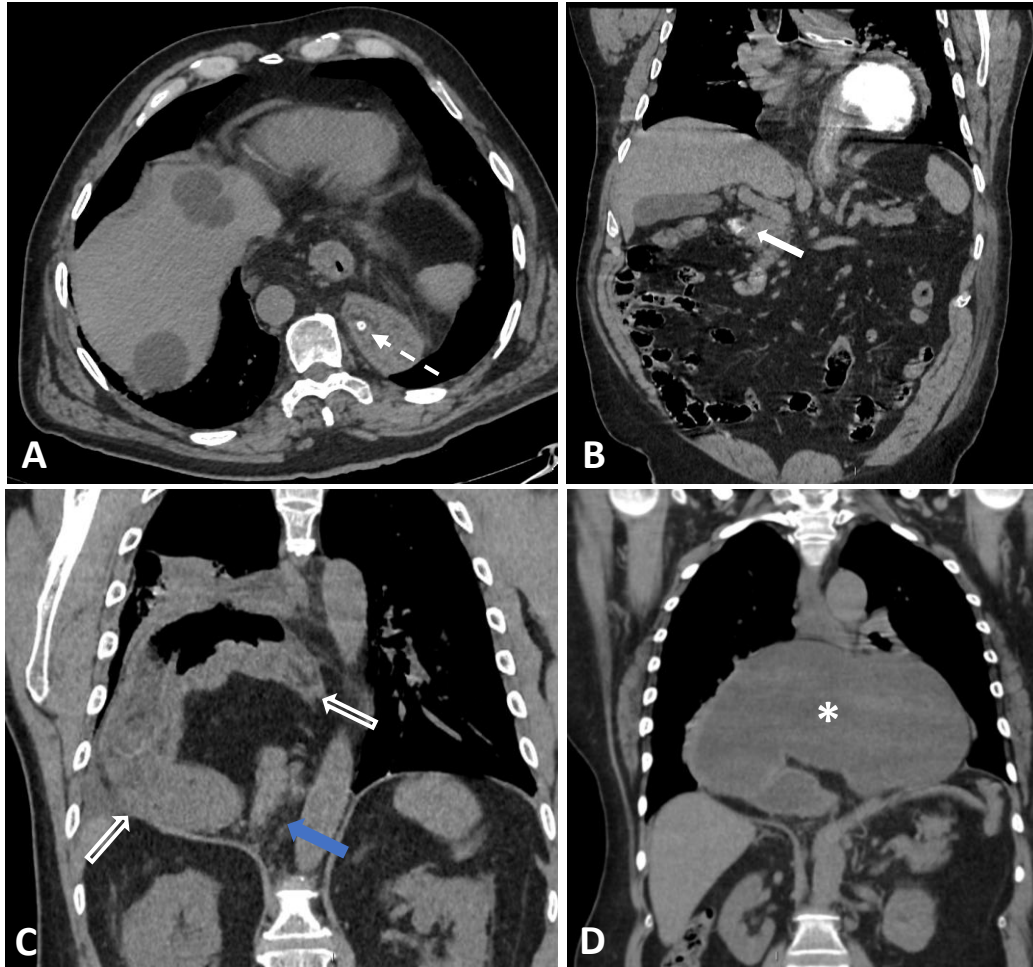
Otros ejemplos que fueron incorrectamente diagnosticados como vólvulo gástrico agudo. A, B) TC abdominal sin contraste en plano axial (A) y con contraste oral en plano coronal (B) de un paciente con dolor epigástrico y alteraciones analíticas diagnosticado erróneamente de "hernia hiatal probablemente volvulada". Las imágenes muestran una hernia de hiato por deslizamiento, que permite el paso de la sonda nasogástrica (flecha discontinua en A) y el paso de contraste hasta el duodeno (flecha sólida en B). C) TC de tórax sin contraste en plano coronal de un paciente con dolor epigástrico y vómitos diagnosticado de VG. La imagen muestra una hernia diafragmática derecha (orificio señalado por flecha azul), no dilatada y sin signos inflamatorios (flechas vacías). D) Paciente con dolor abdominal y vómitos diagnosticado erróneamente de VG. La TC de tórax sin contraste en plano coronal muestra una hernia tipo IV dilatada con contenido líquido en su interior (asterisco). El paciente mejoró tras sondaje nasogástrico.
